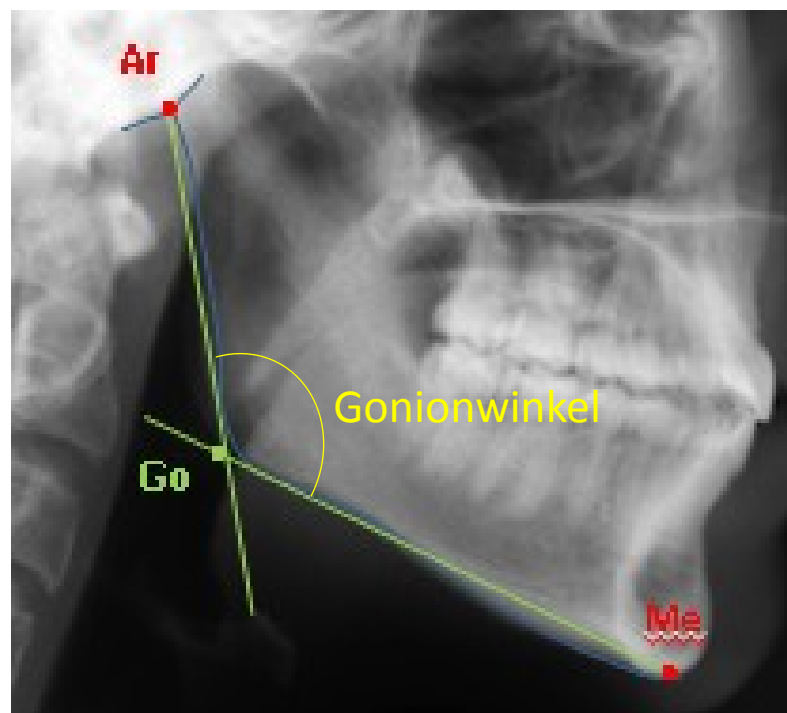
Röntgenologischer Gonionwinkel der Kieferorthopädie
